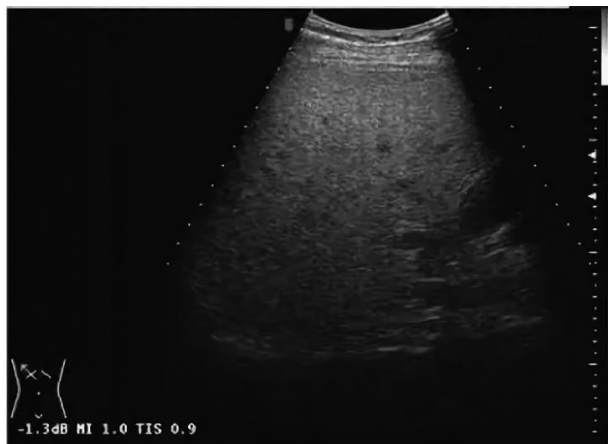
代谢相关脂肪性肝病(MAFLD)的典型腹部超声图像
